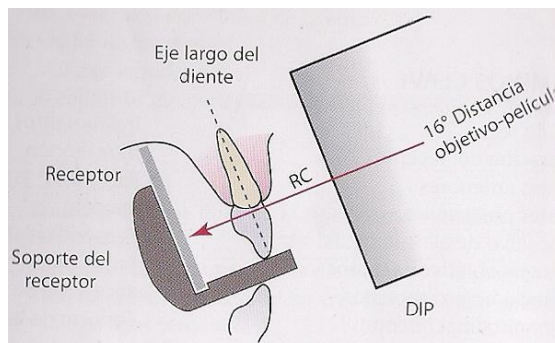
Posición correcta de la radiografía dental, dientes y el rayo central de rayos X <sup>1</sup>.
